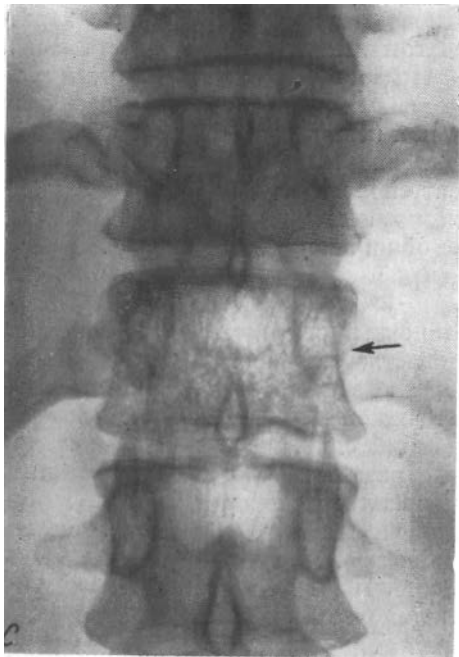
Развивающаяся позвоночная ангиома (А—В); рентгенологическая картина анатомического препарата (С—D).
